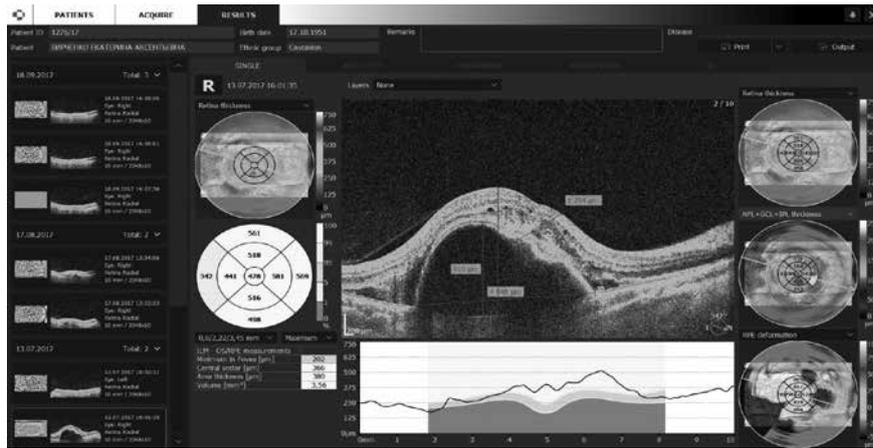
Оптическая когерентная томограмма пациентки Б. с экссудативной возрастной макулярной дегенерацией до интравитреального введения афлиберцепта
